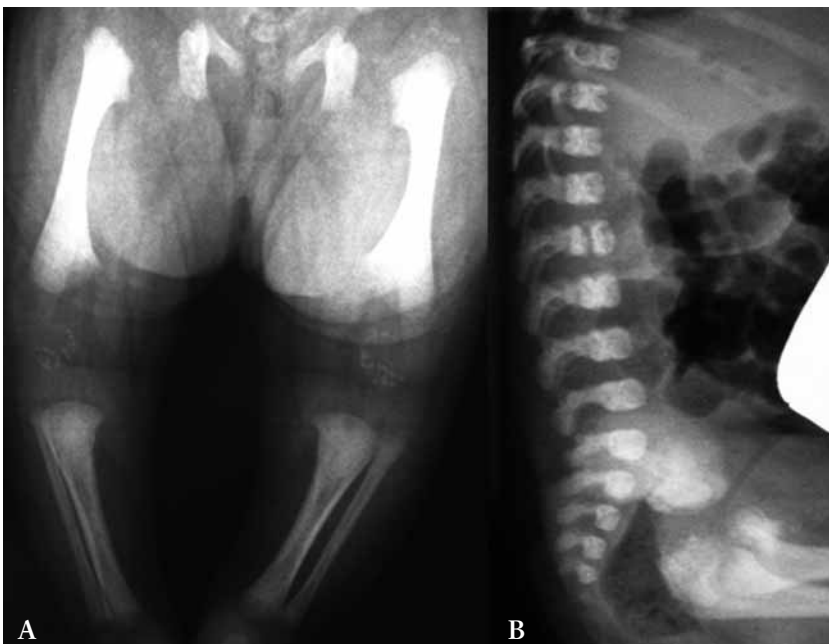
A) Radiografía simple de los miembros inferiores, apreciándose las calcificaciones periarticulares y acortamiento de fémures. B) Radiografía simple de columna vertebral lateral con las fisuras coronales características.
